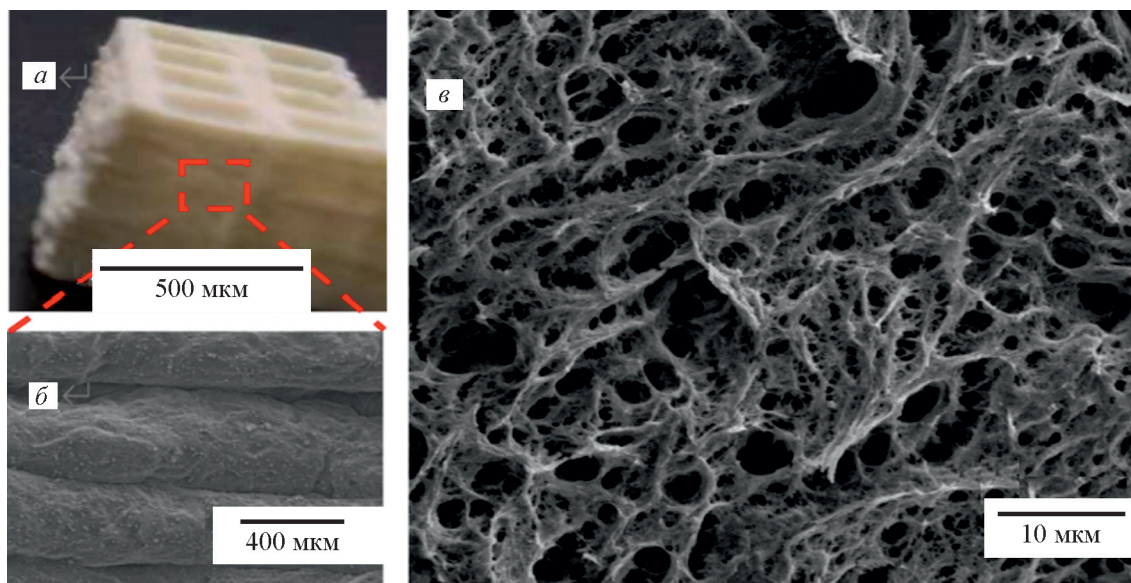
Изображение конструкции на основе целлюлозы, напечатанной на экструзионном 3D-принтере. *a* — послойная печать, *б* — морфология поверхностных слоев, *в* — поперечное сечение конструкции [60].*
